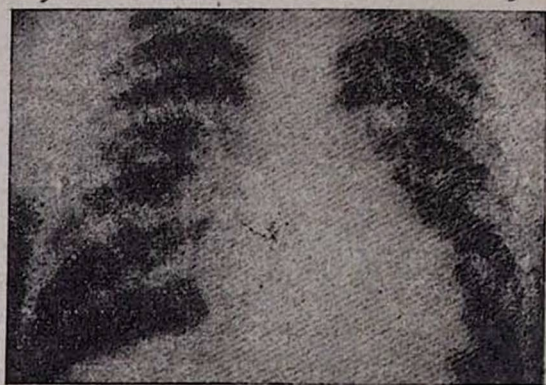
Рентгенограмма больного С. при первом обследовании в клинике.
